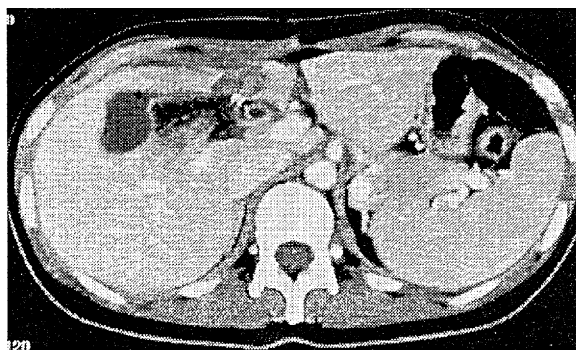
図1の症例のLaparoscopic unroofing術後10日目のCT。嚢胞は著明に縮小し、圧排されていた正常肝実質の再生がみられる。
